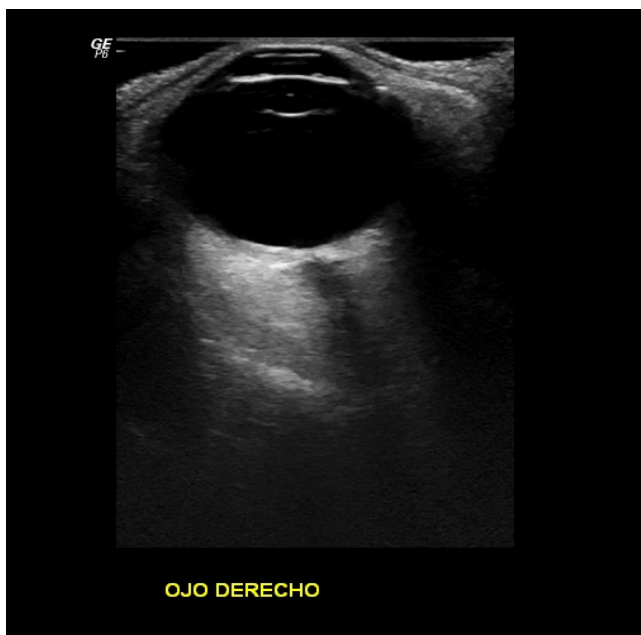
Anatomía ecográfica del ojo. Estudio de ultrasonido de ojo a escala de grises (a) y su señalización con las estructuras anatómicas.
